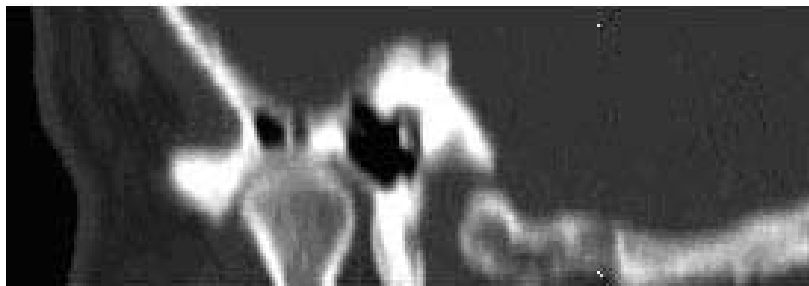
Imagine CT sagitală la nivelul ATM stângi în poziția „gură închisă”; se remarcă îngustarea spațiului interarticular și hipertrofie de condil mandibular
